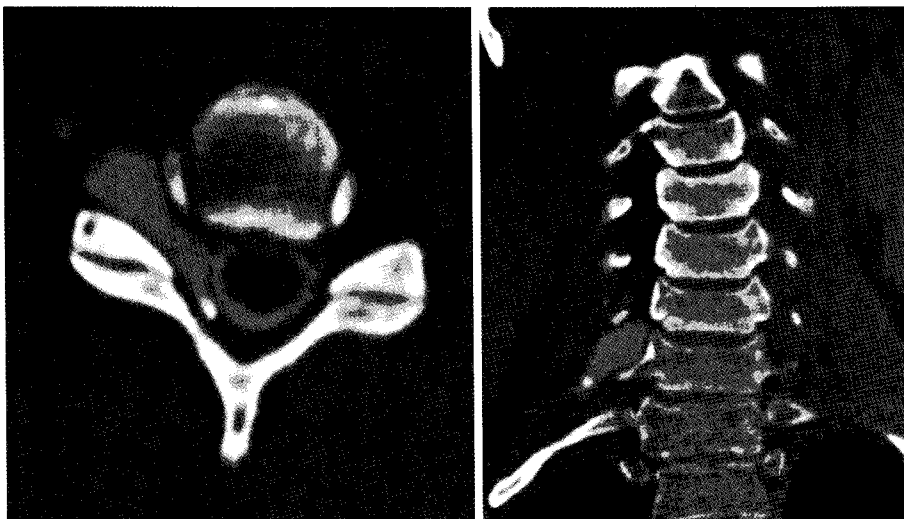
Traumatic pseudomeningocele. 29-year-old-male who had a recent automobile injury. Axial and reformatted coronal CT myelogram show a CSF collection lateral to the thecal sac on the right extending into the neural foramen due to C7/C8 nerve root avulsion.
